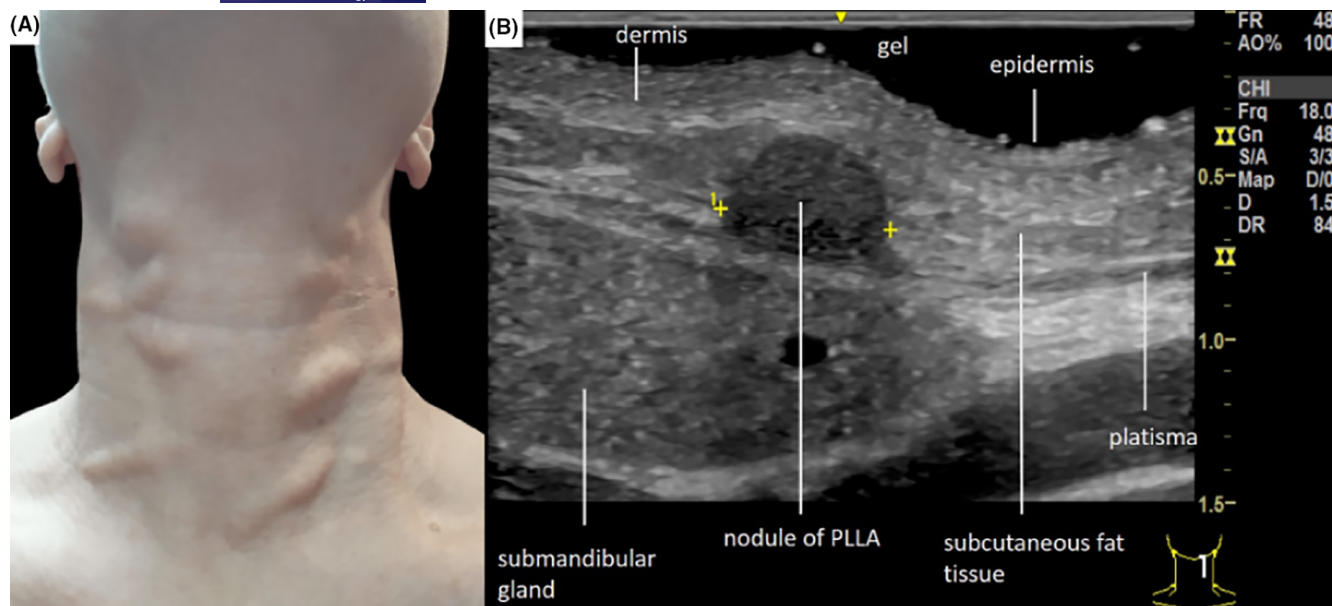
(A) Nódulos de ácido poli-L-láctico (PLLA – Elleva®) no pescoço. (B) Ultrassonografia em escala de cinza de alta frequência (18 MHz), incidência longitudinal, nódulo hipoeicoico de PLLA (Elleva®) do mesmo paciente, injetado no plano correto – na gordura pré-platismal.
